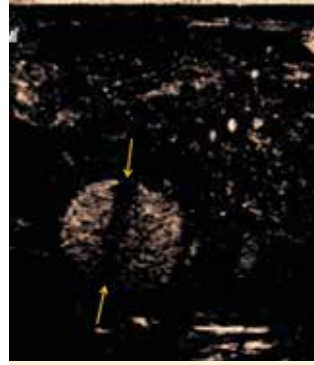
Lesion on contrast-enhanced ultrasound (CEUS) shows a similar contrast pattern in the late phase to that of the spleen. After bursting of the bubbles (yellow arrow), no refill could be detected.
